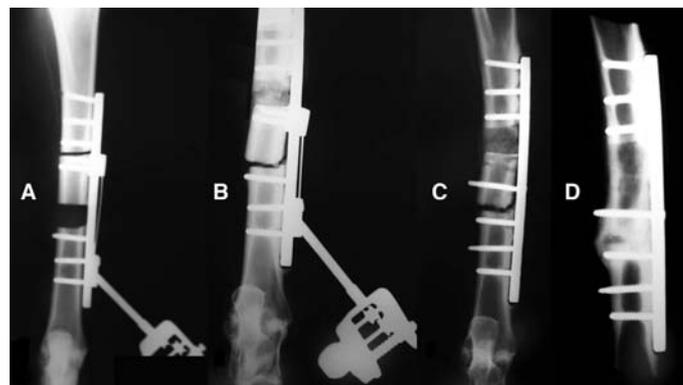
Radiografias em ântero-posterior do sistema instalado na tíbia de uma ovelha:
